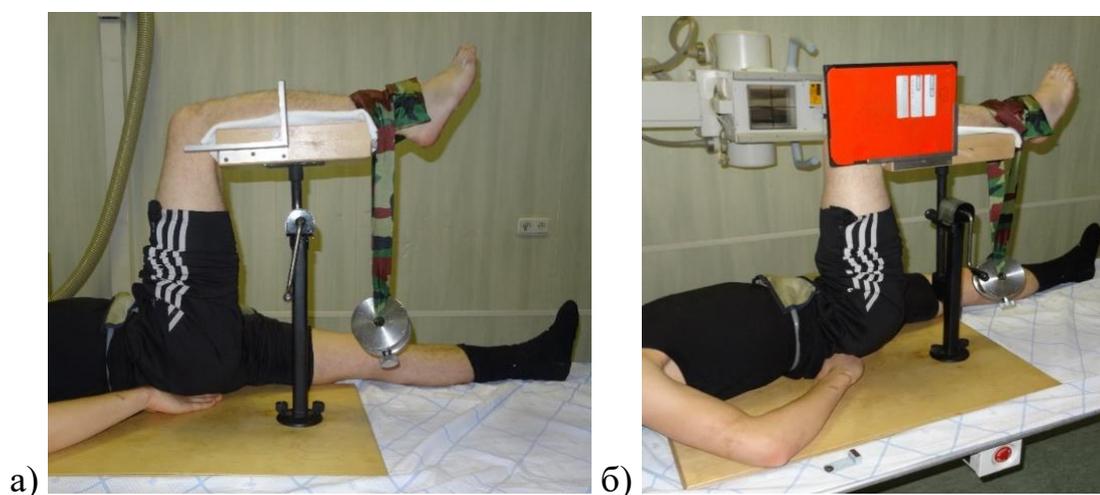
Методика выполнения функционального рентгенологического исследования коленного сустава: а) укладка больного перед обследованием; б) положение рентгеновского излучателя и кассеты.
